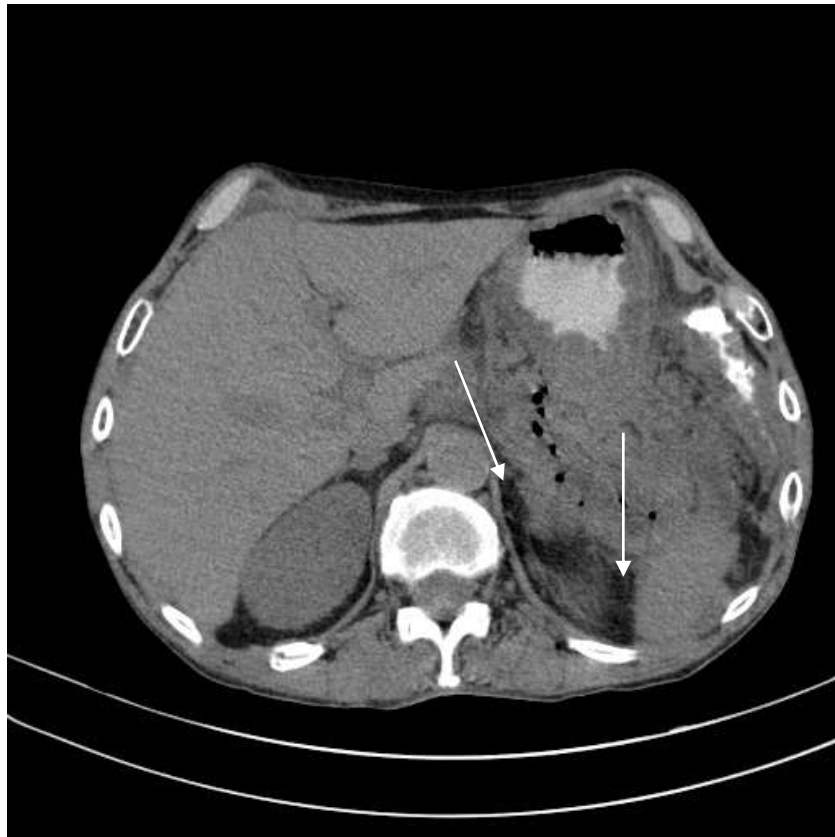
Комп'ютерна томографія. Хворий Б., 51 р.
